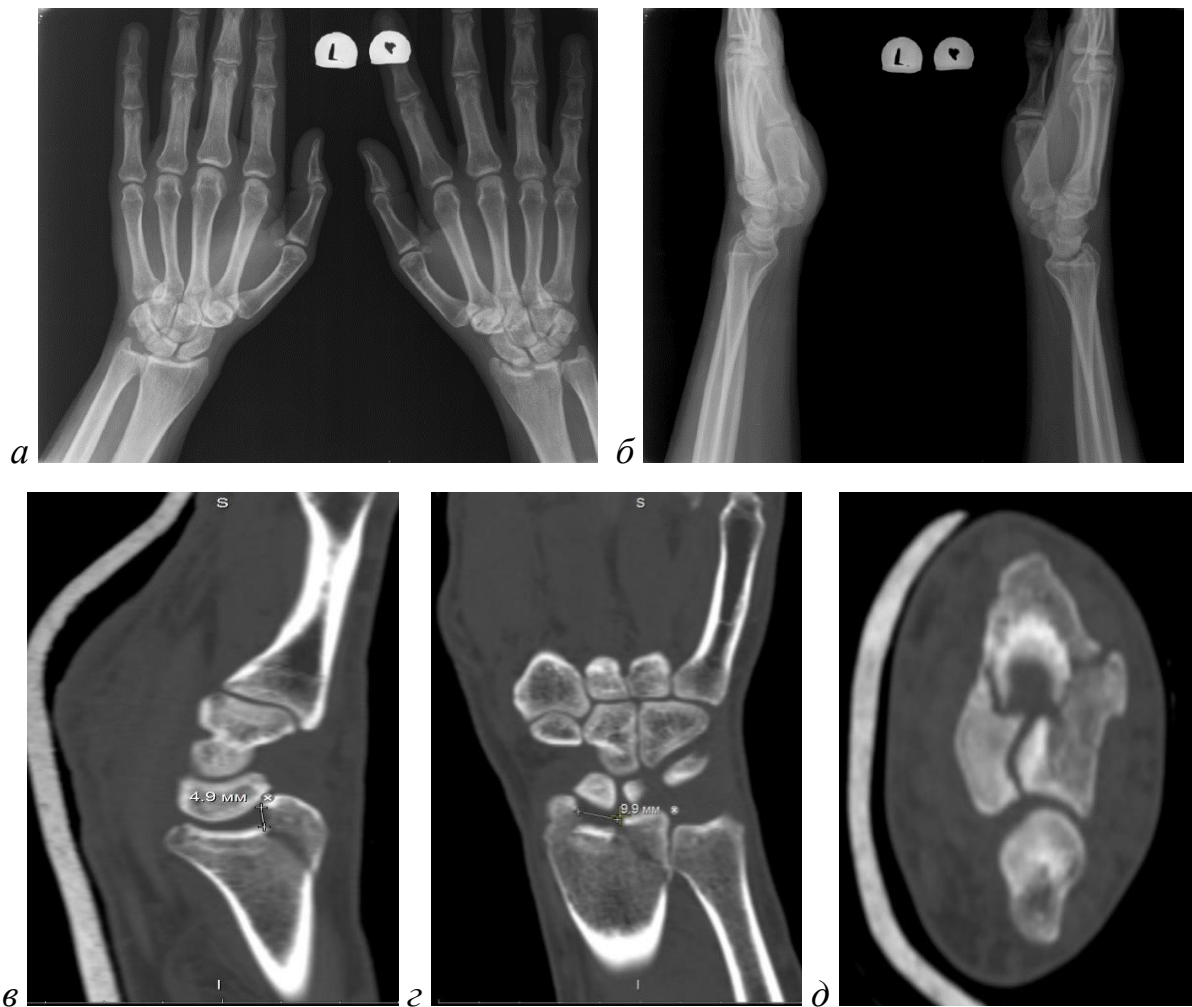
Пострадавший И., 31 год, при поступлении: *а, б* — сравнительные рентгенограммы правого и левого лучезапястных суставов в прямой (*а*) и боковой (*б*) проекциях. Определяется внутрисуставной оскольчатый (импрессионный перелом) ДМЭЛК; *в–д* — компьютерные томограммы правого лучезапястного сустава в сагиттальной, коронарной и аксиальной проекциях. Определяются 5 внутрисуставных фрагментов, один из которых свободный, размером $9 \times 9 \times 4$ мм
